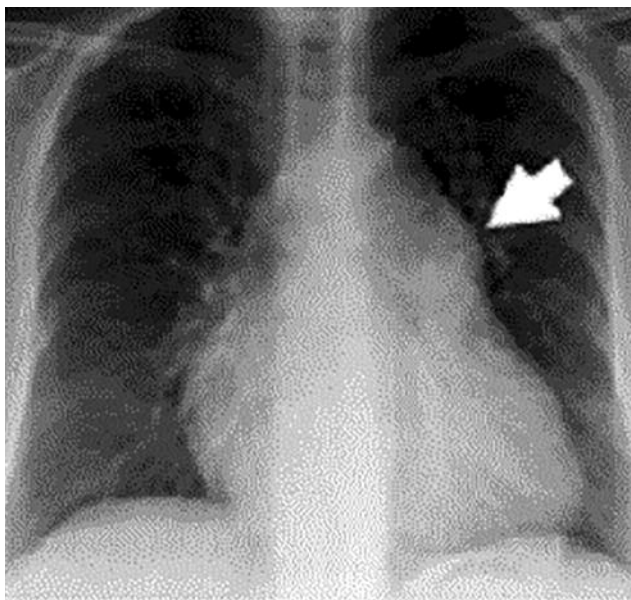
Пациент, страдающий легочной гипертензией. Традиционный рентгеновский снимок показывает выбухающую по левому контуру сердечной тени легочную артерию (белая стрелка); легочный кровоток компенсирован. (Предоставлено Prof. Dr. Jens Bremerich)
